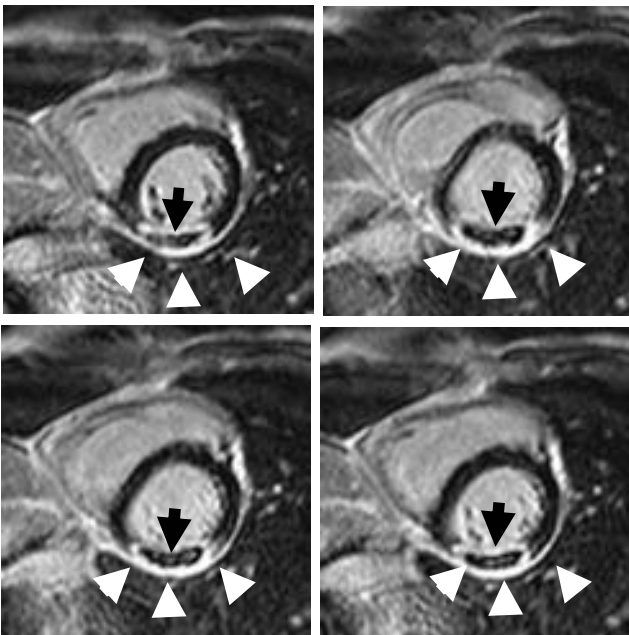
急性心筋梗塞症例(発症後6日)の遅延造影MRI
